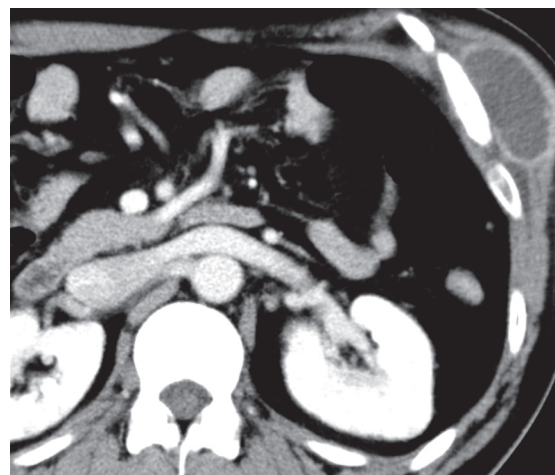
CT shows mass sized of 47×29 mm with clear margin which was enhanced inside the left abdominal external oblique muscle.
